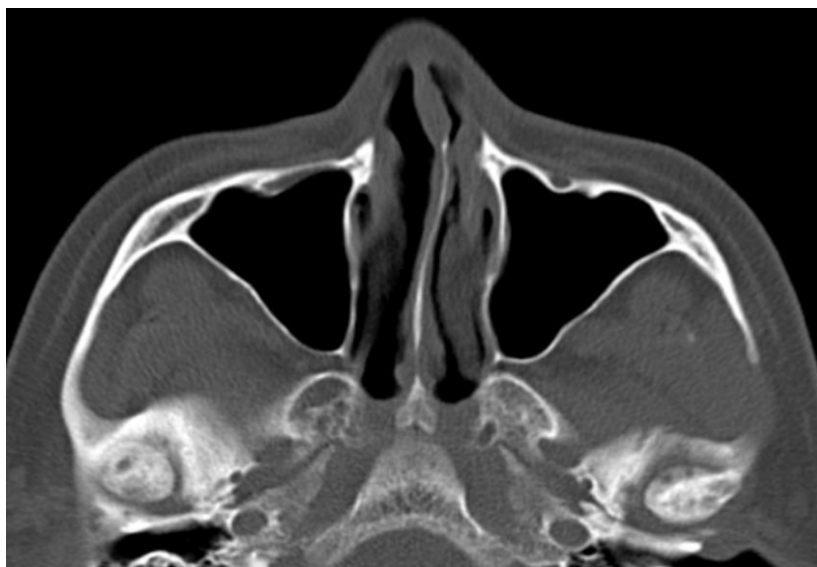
искривление носовой перегородки, которая достигает противоположную стенку носа (аксиальный срез компьютерной томографии полости носа).
